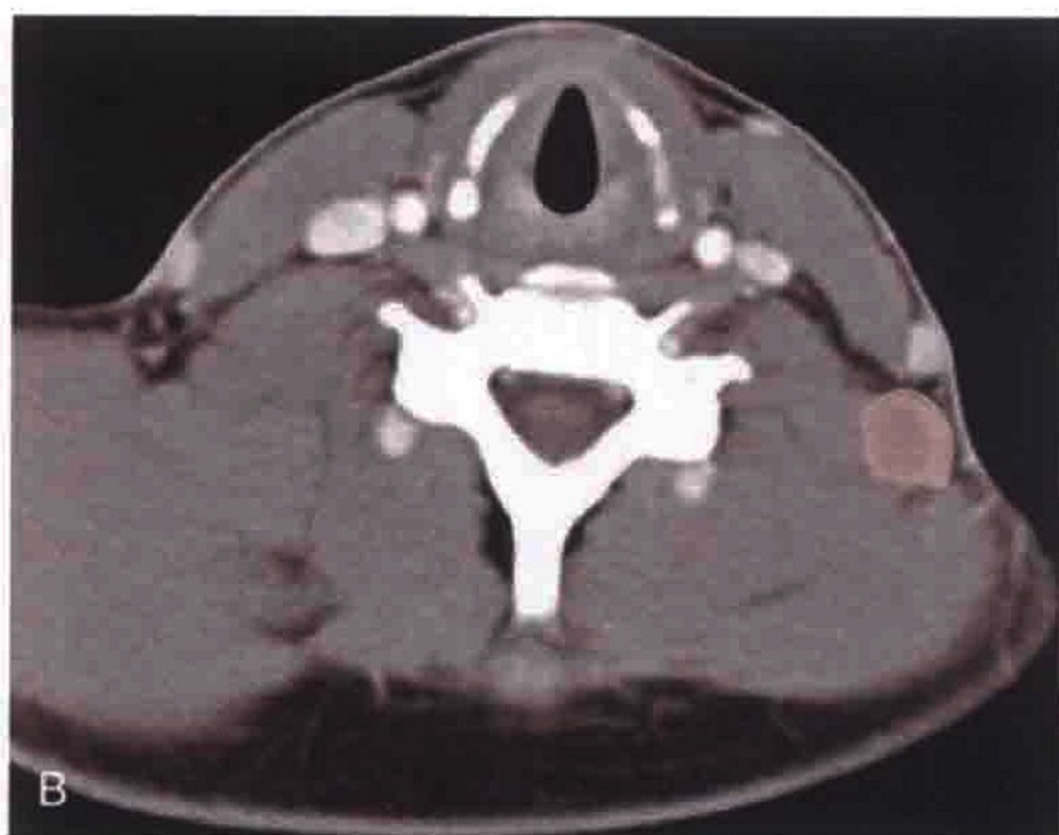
A. 横轴位 CT 增强扫描显示一个肿大的 VB 区淋巴结伴中央坏死及环状强化。B. 淋巴结被勾画出来
